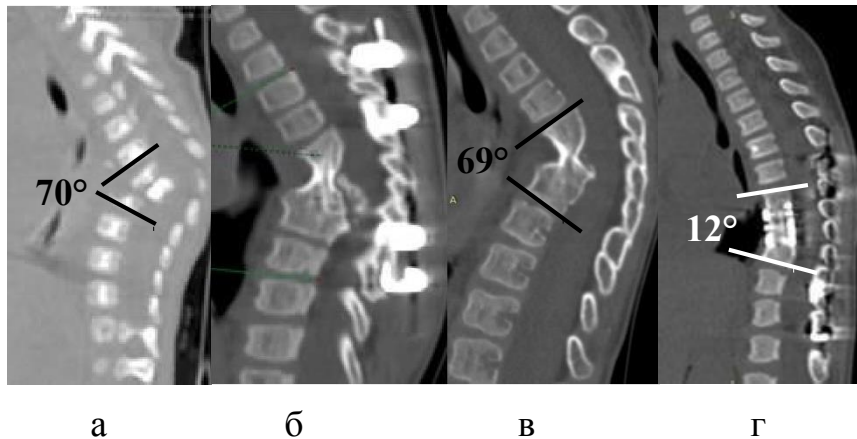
Клинический пример 7 (наблюдение №5 из табл. № 23): возраст ребенка на момент операции 8 месяцев. Диагноз: неспецифический спондилит Th6-9 на фоне позднего сепсиса новорожденных. Септическое состояние (пневмония, буллезный эпидермолиз, спондилит) перенесла на 1 - 2 месяце жизни, деформация грудного отдела отмечена к концу 2-го месяца. По КТ выявлена субтотальная деструкция Th7 - 8, контактная Th6, 9; угловая кифотическая деформация = 70° (рис. 25 а). Выполнена одномоментная реконструкция позвоночника: передний спондилодез изолированным костным ауто трансплантатом Th6-9, ЗИФ, задний костно-пластический спондилодез ауто трансплантатом (рис. 25 б). ЗИФ удалена на фоне полноценно сформированного (5/5 баллов оценочной шкалы) переднего спондилодеза через 2 года. Спустя 1 год 3 месяца после удаления ЗИФ, на фоне сохраненного зрелого костного блока отмечено нарастание кифоза до 69° (рис. 25 в). Ревизионная операция: реконструкция, респондилодез Th6-9 ТМС+АК, ЗИФ Th4-11. Спустя 12 месяцев после операции – зрелый костный блок в зоне переднего спондилодеза (краниальный сегмент – 4/5 баллов, каудальный сегмент – 5/5 баллов оценочной шкалы) при полном сохранении операционной коррекции: остаточный физиологический кифоз 12° (рис. 25 г)
